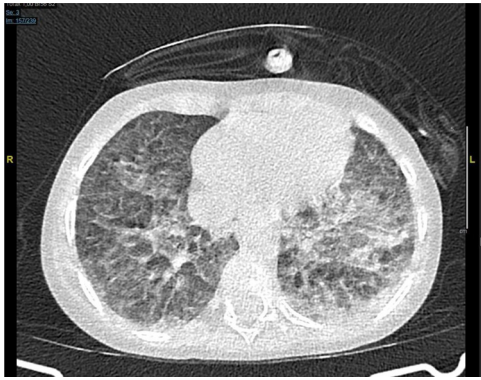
TAC torácica con opacidades bilaterales en vidrio deslustrado.
